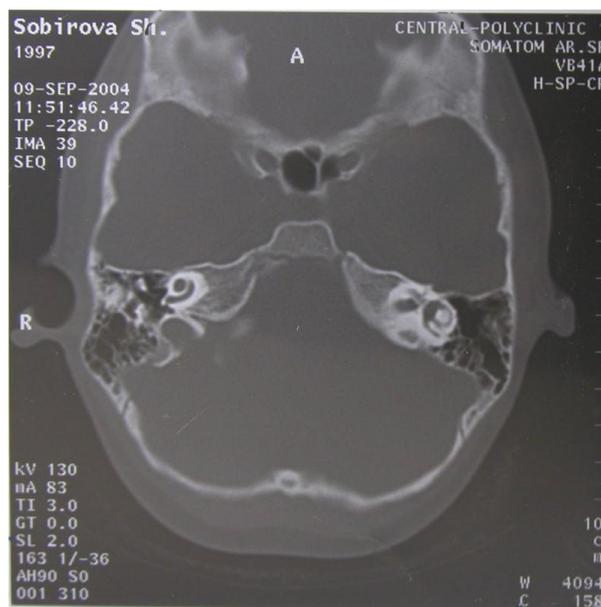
Рисунок № 3. Компьютерная томограмма среднего и внутреннего уха. Выраженная пневматизация сосцевидных отростков, видны структурные элементы среднего и внутреннего уха.
